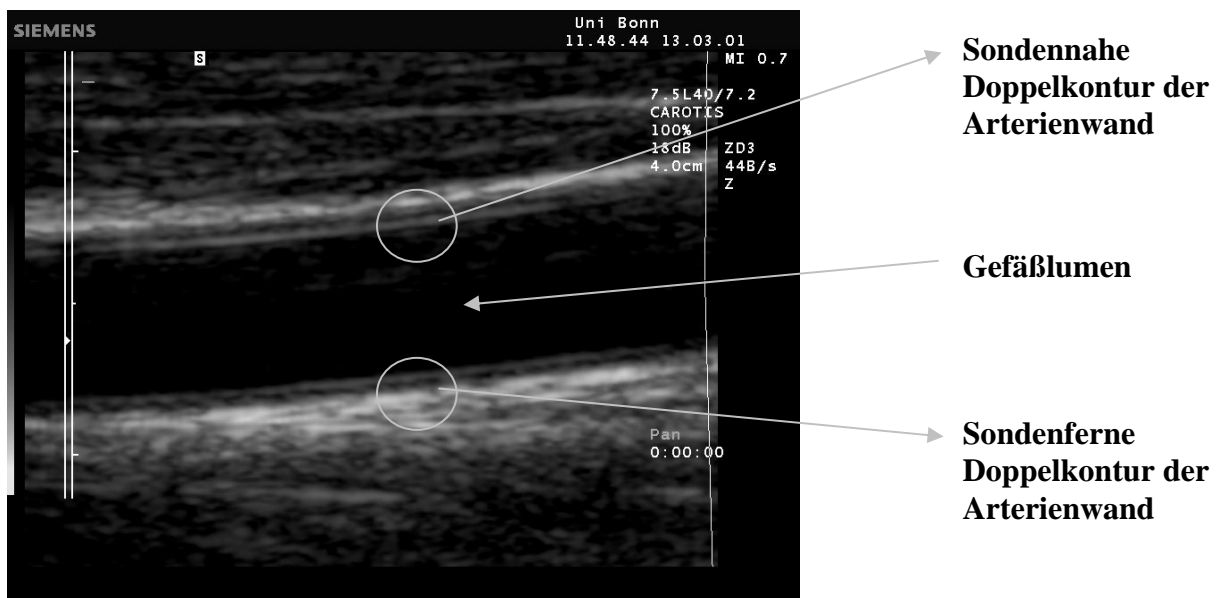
Digitalisierte B-mode-sonographische Darstellung der Arteria carotis communis im Längsschnitt. Zu sehen sind das Gefäßlumen, die sondennahe und -ferne Karotis-Gefäßwand. Die Intima-Media, als Teil der Gefäßwand, stellt sich jeweils als eine Doppelkontur dar (am Beispiel eines Duplex-Ultraschall-Systems der Firma Siemens).
